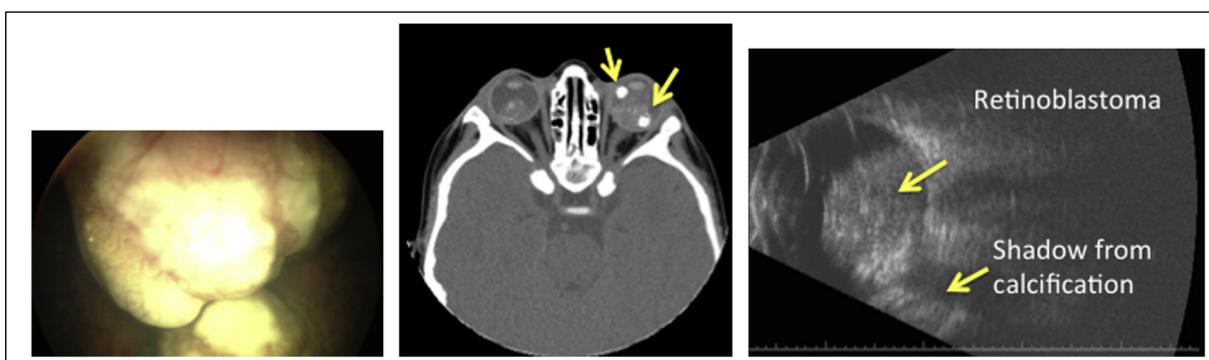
Retinoblastoma visto por oftalmoscopia, tomografia computadorizada e por ultrassonografia B-Scan, respectivamente. A primeira imagem apresenta um retinoblastoma de grandes dimensões identificado por meio de fundoscopia, a segunda imagem corresponde a uma tomografia computadorizada (TC) e, por fim, a terceira imagem foi obtida através de um exame por ultrassom B-Scan. A calcificação característica, evidenciada na TC, ocasiona múltiplos artefatos de sombreamento no B-Scan, dificultando a determinação das dimensões do tumor. As setas presentes na TC, na imagem do meio, destacam as áreas brilhantes de calcificação. Texto e imagens adaptados de Kendall et al., 2015
